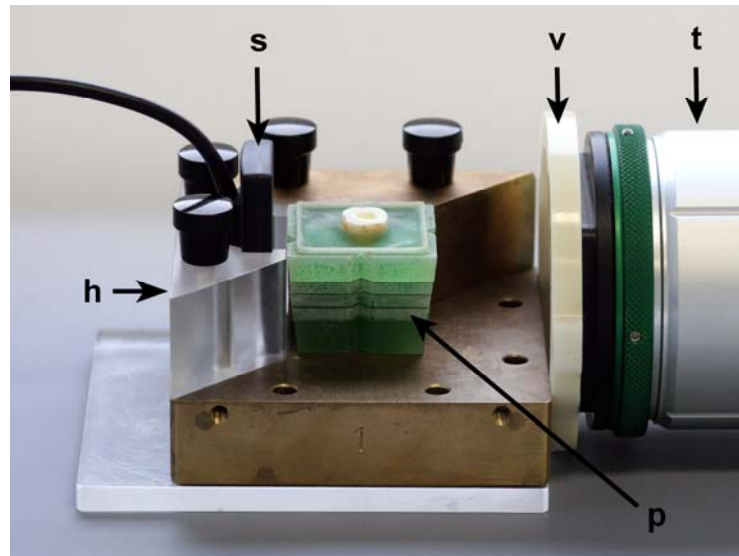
Einblick in die halb geöffnete Muffel mit fixiertem Visierring (v) für den Röntgentubus (t) und inseriertem Probekörper (p). Der Halter (h) aus Plexiglas hat eine maß angefertigte Aussparung für den Röntgensensor (s).
